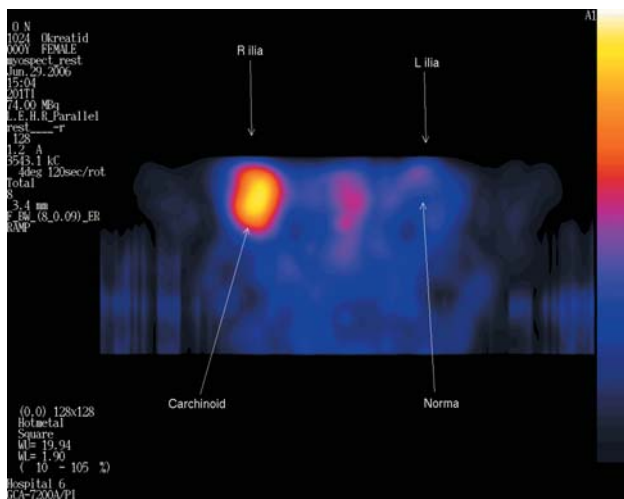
Сцинтиграмма. Карциноид восходящей ободочной кишки.
